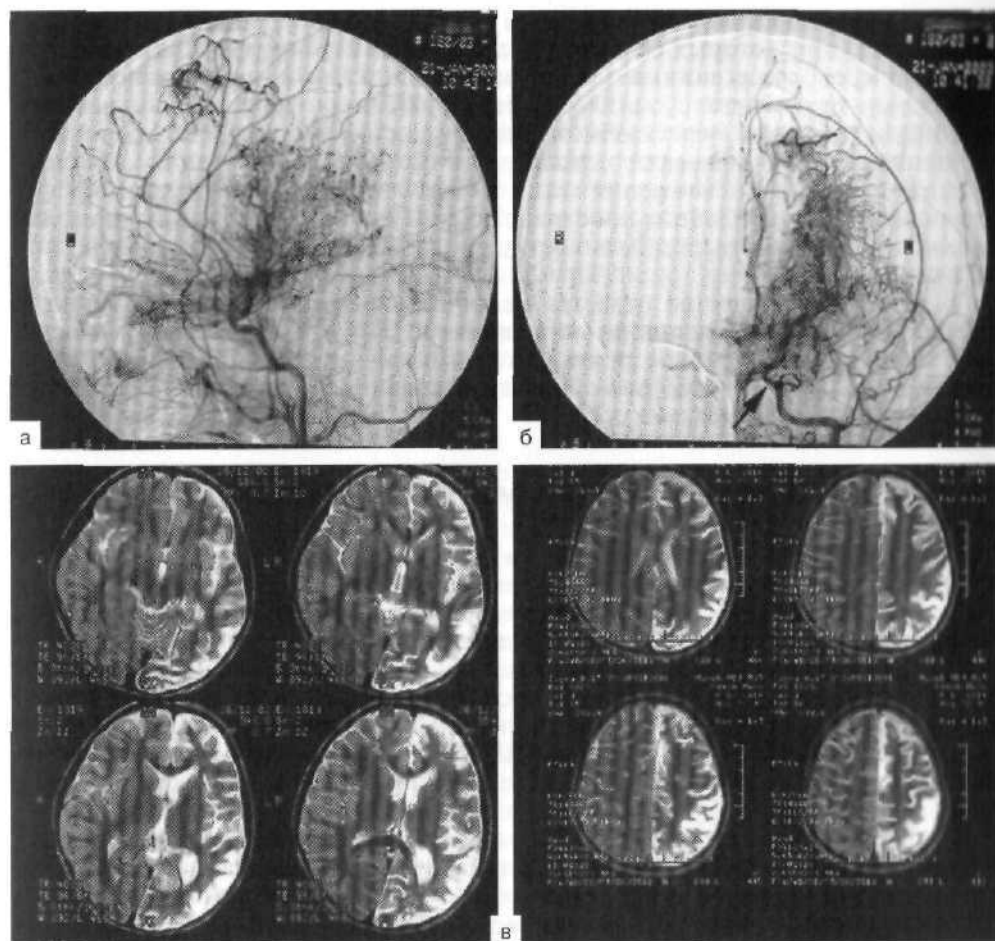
Болезнь моя-моя у ребенка 9 лет. Левосторонняя каротидная ангиография в боковой (а) и прямой (б) проекциях — резко стенозирован супраклиноидный сегмент левой внутренней сонной артерии (стрелка), средняя мозговая артерия не контрастируется, видна развитая сеть анастомозов; в — МРТ в T_2 -режиме — ишемия левого полушария головного мозга.
